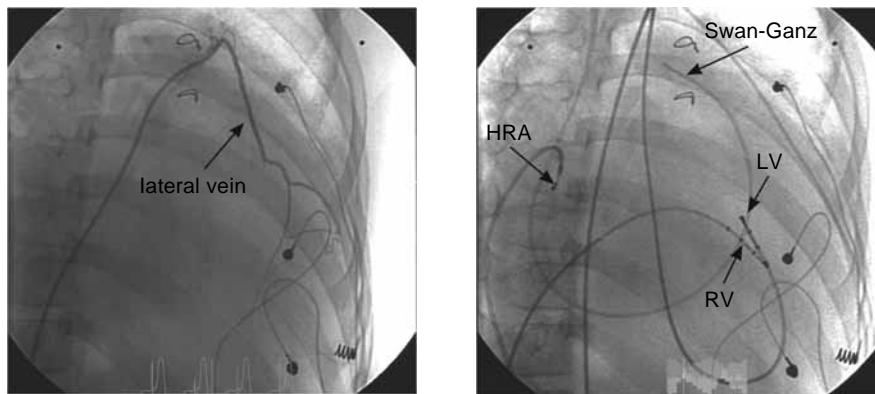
Venogram and chest X-ray of right anterior oblique projections show the lateral vein via the great cardiac vein (A), and the position of the left ventricular (LV), right ventricular (RV), and high right atrial (HRA) pacing leads (B).
